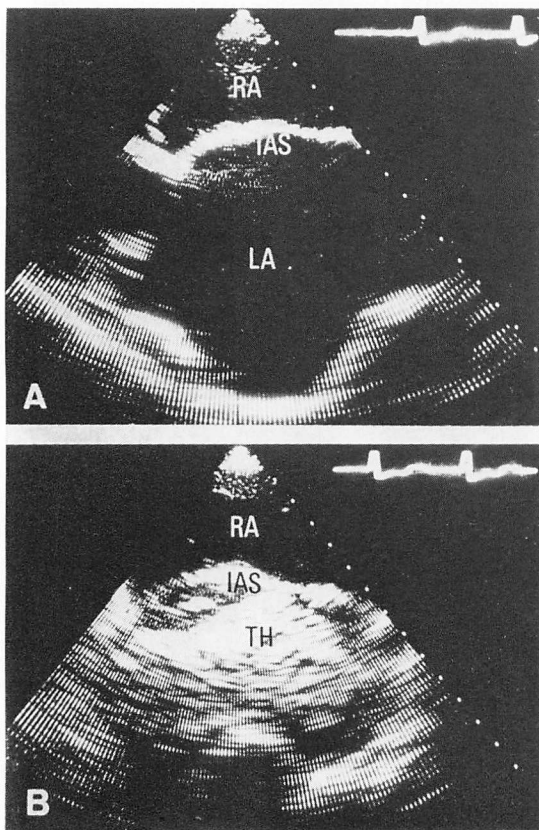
Cross-sectional echocardiograms in the same patient as in Fig. 1.
